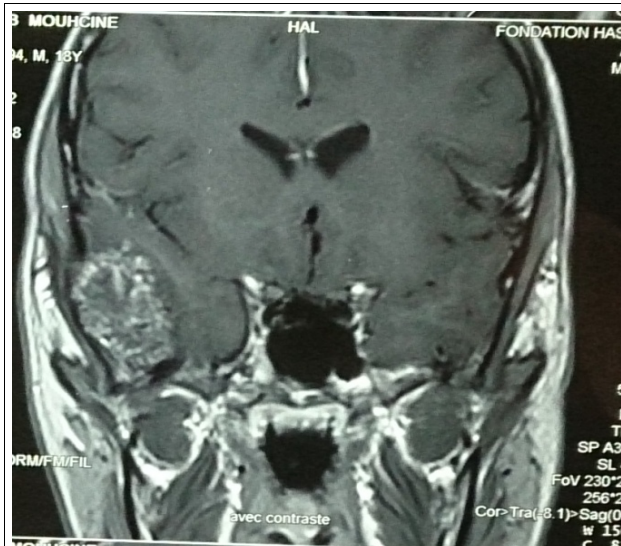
Coupe sagittale IRM T1 avec injection de gadolinium
